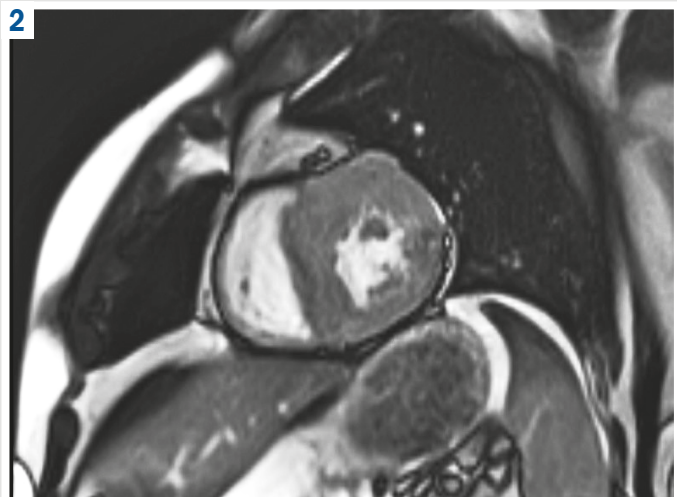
МРТ серця в ssfp-cine послідовності, проекція по короткій осі. Визначена симетрична форма ГКМП із максимальним потовщенням стінки до 25 мм.
